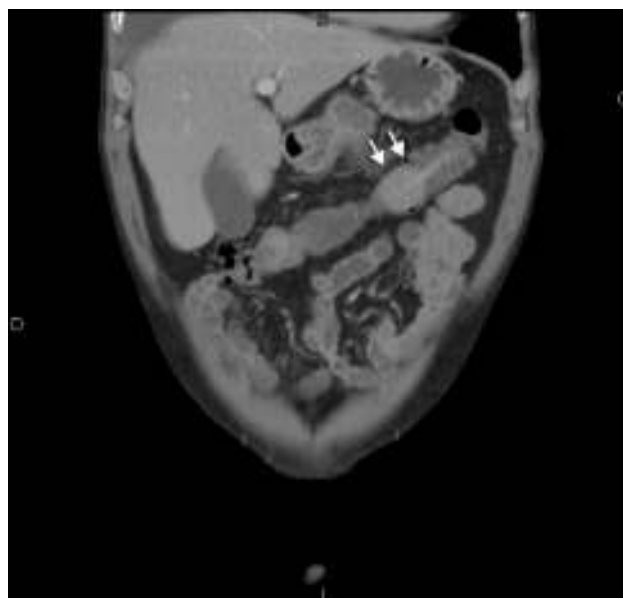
Tomografía computarizada (corte coronal). Se observa el pólipo causante de la invaginación (→).
